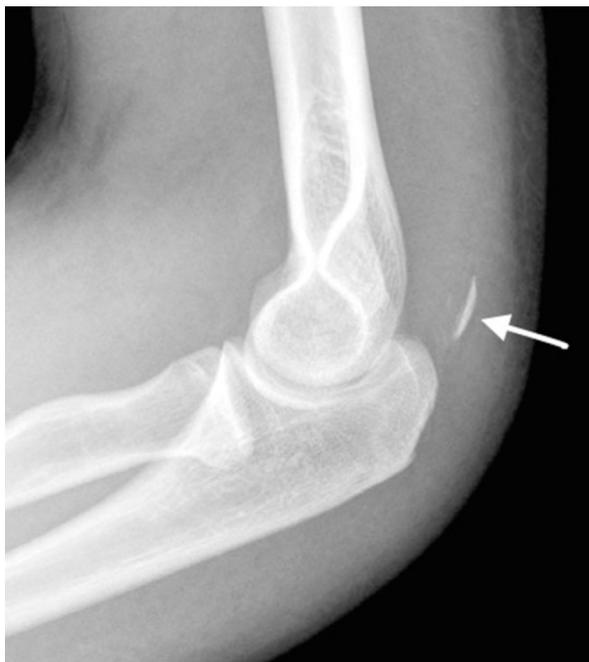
Radiografía lateral de codo. La flecha blanca señala la escama ósea o “flake sign”.
